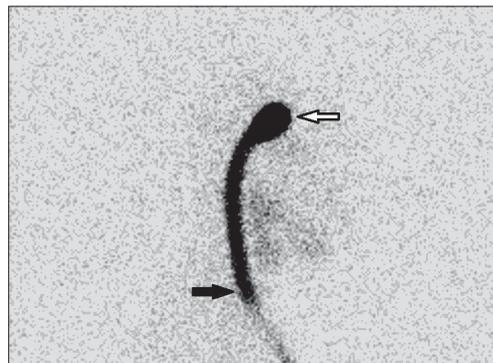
Right lateral planar scintigraphy of the head performed 10 minutes after injection of 1 mCi of $^{99m}\text{TcO}_4$ showed activity in the reservoir (white arrow) and in the distal tube (black arrow).
